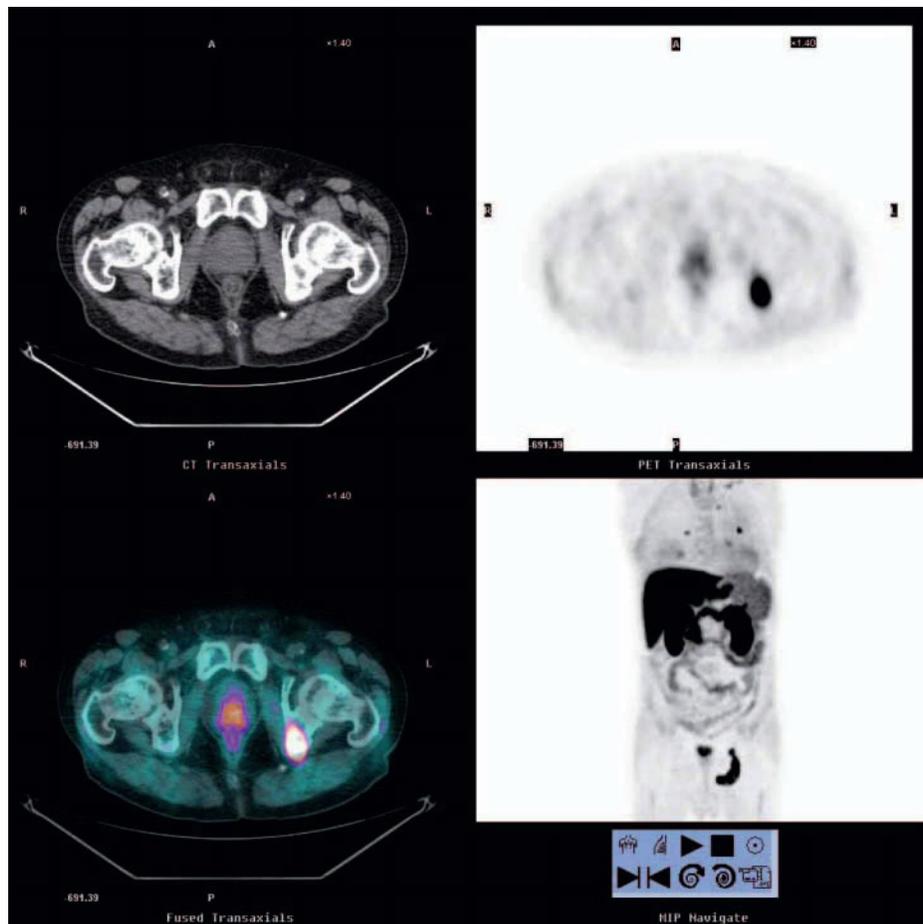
CT-PET con colina. Oltre all'iperaccumulo patologico prostatico (dovuto alla neoplasia) si osserva fissazione del tracciante (metastasi) nella branca ischiopubica sinistra e nei polmoni d'ambo i lati
